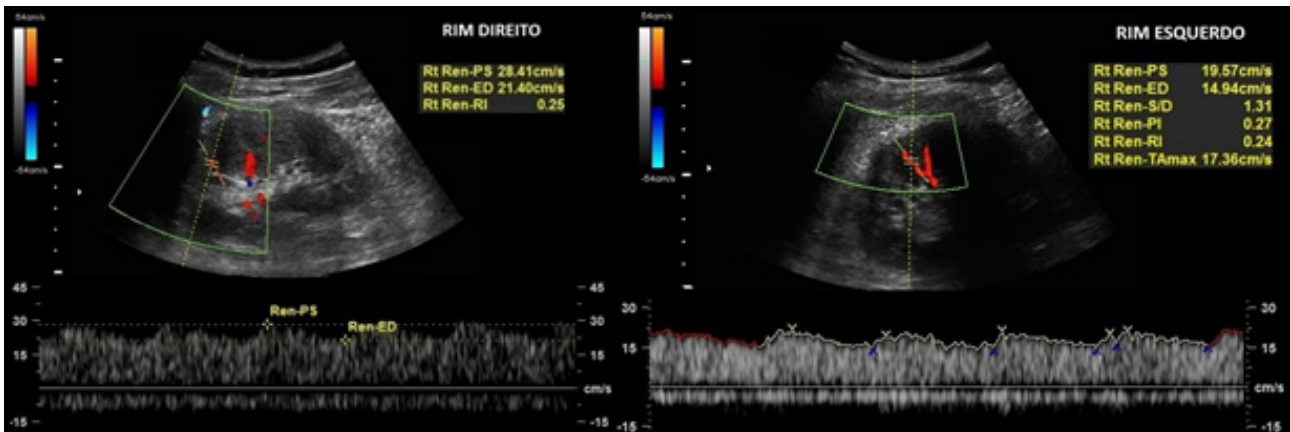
Imagens de ecografia renal com estudo Doppler de artérias renais interlobares de ambos os rins.
